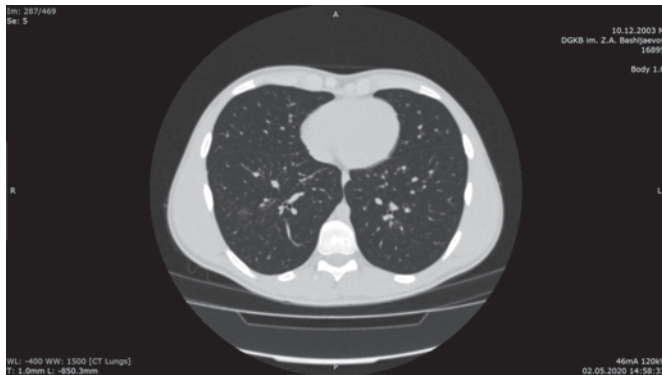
Компьютерная томография от 02.05.2020. КТ-картина положительной динамики в виде уменьшения интенсивности и незначительного уменьшения размеров ранее выявленных очагов уплотнений по типу «матового стекла» в нижней доле правого легкого (SIX) в сравнении с КТ от 24.04.2020 — изменения в SIX правого легкого более характерны для остаточных явлений сегментарной бронхопневмонии, вероятно, вирусного характера (с учетом лабораторного подтверждения COVID-19), степень изменений КТ-1-легкая
